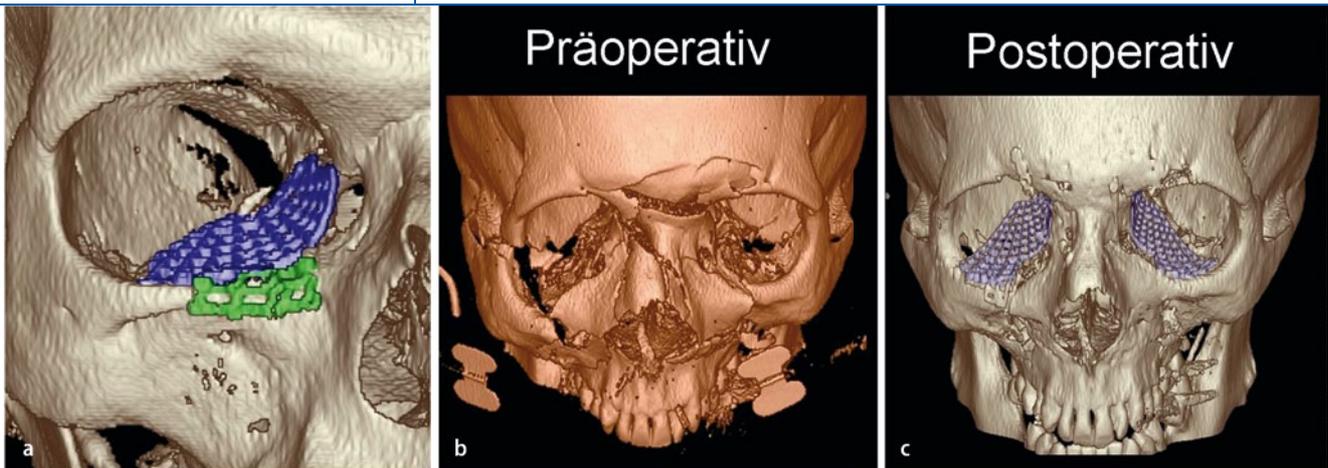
▲ In der 3D-Rekonstruktion einer postoperativen CT ist die anatomische Orbitarekonstruktion mit individuell präformierten Titangittern für a 1-seitige und 2-seitige Orbitafrakturen demonstriert: b präoperativ, c postoperativ
